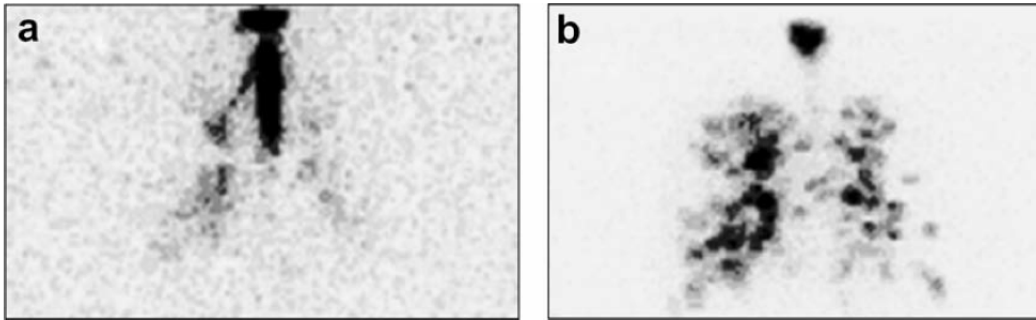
Imagerie scintigraphique planaire réalisée après administration de salbutamol, un bronchodilatateur, pour deux distributions de taille de particules différentes : a. Distribution de taille des particules comprises entre 5 et 15 μm . b. Distribution de taille des particules comprises entre 30 et 90nm. Extrait de [12].
